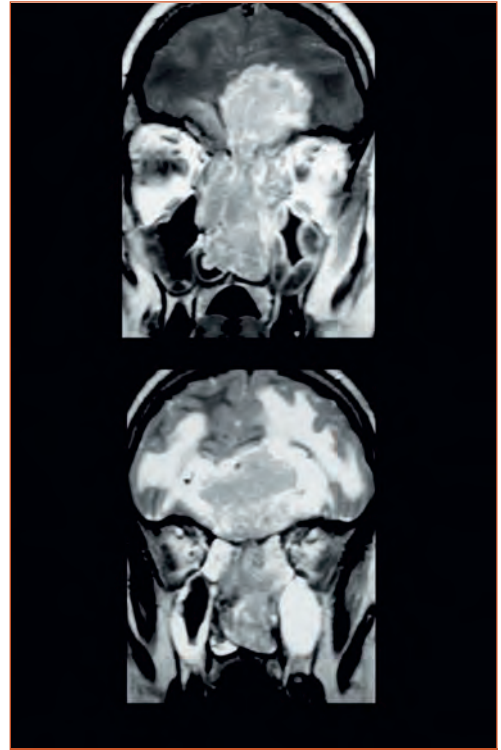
Estesioneuroblastoma – extensão pela lâmina crivosa à região anterior da base do crânio (RM, cortesia da Dr^a Alexandra Borges).
